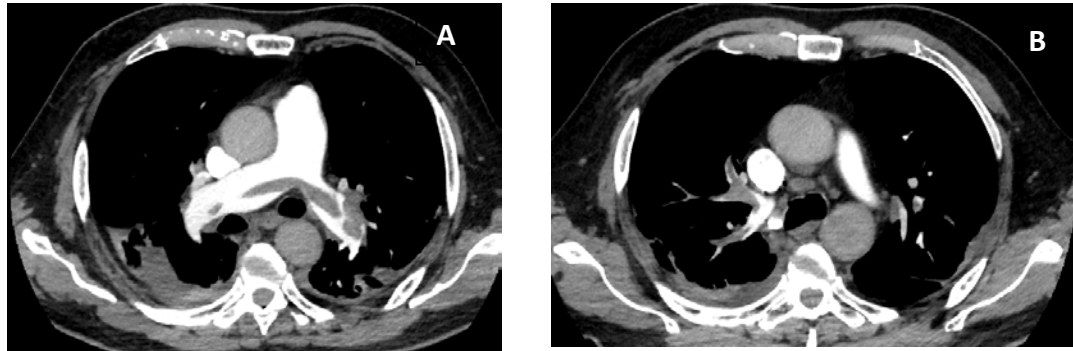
Paciente femenina de 46 años de edad, se realiza angiotomografía de tórax identificándose con defecto de llenado en las ramas principales de las arterias pulmonares, de localización central (A), con extensión segmentaria y subsegmentaria (B).
